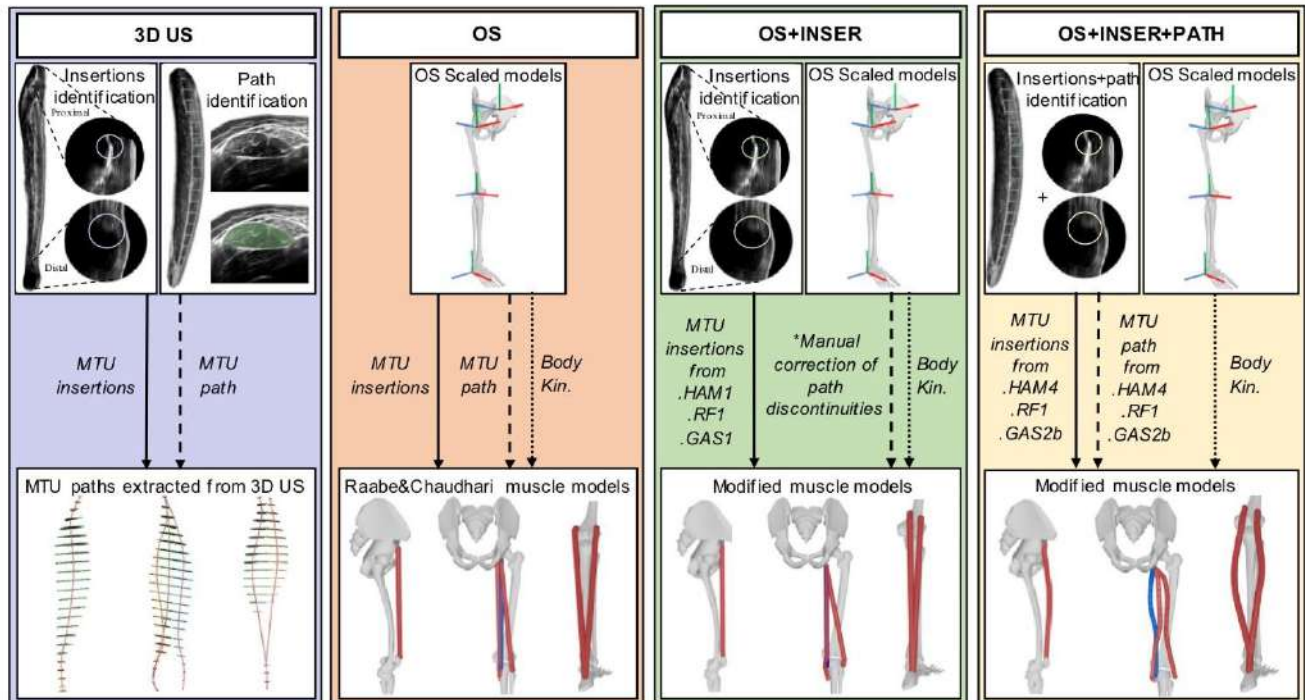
Methods used to assess muscle-tendon unit length. 3D US: 3D Ultrasound is used as the reference imaging method used. OS: OpenSim generic model scaled to the participant's anthropometry, OS+INSER: OpenSim scaled model with personalized MTU insertions of the participant assessed by 3D US, OS+INSER+PATH
